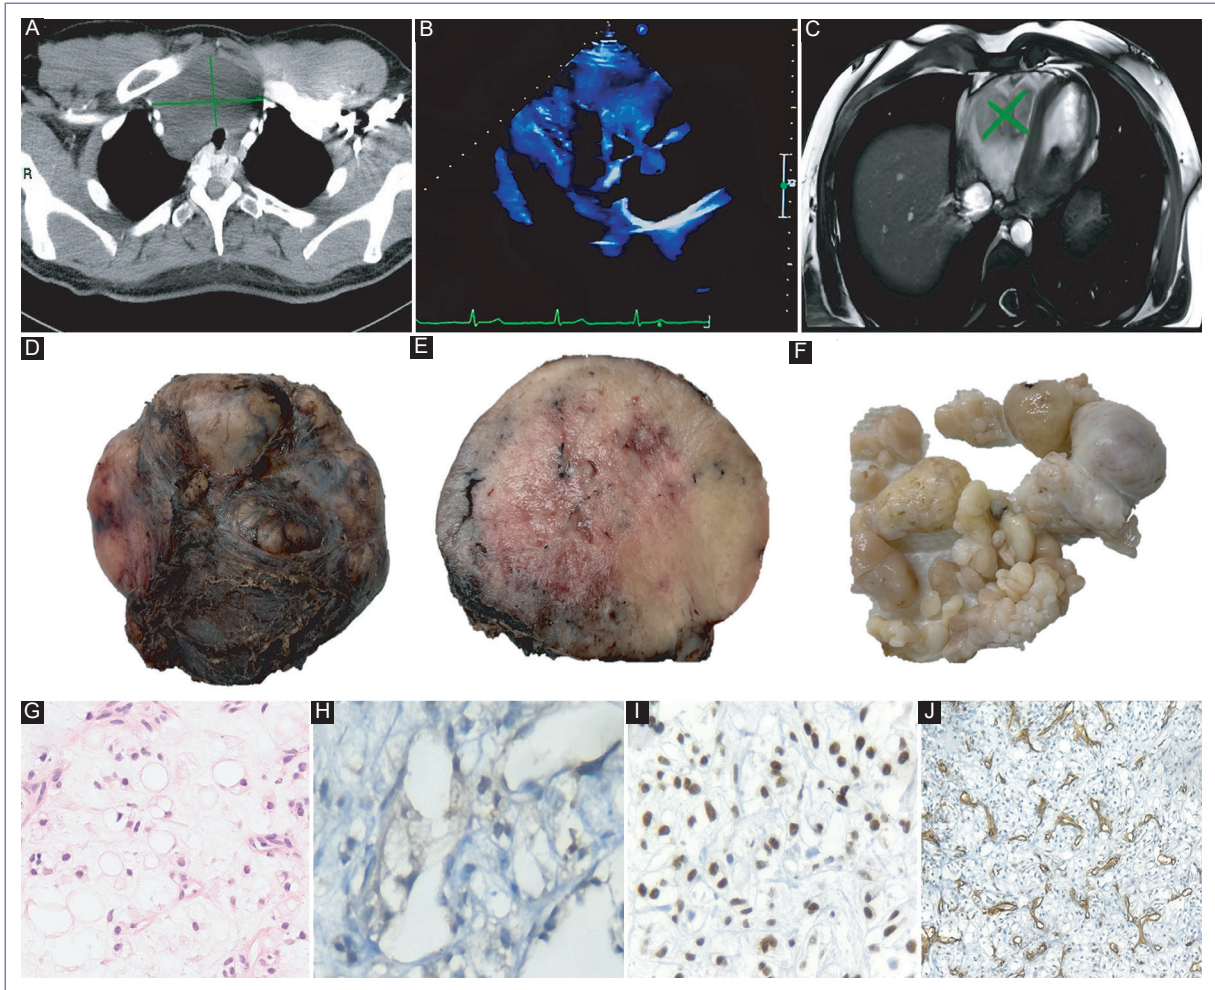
Diagnóstico de liposarcoma mixoide cervical con extensión mediastinal e implante en el ventrículo derecho en paciente joven. A: tomografía en corte axial con medio de contraste oral y endovenoso donde se evidencia lesión de 93.8×45.7 mm (líneas verdes) localizada en espacio visceral entre la glándula tiroides y la tráquea. B: ecocardiograma transtorácico donde se observa una masa que compromete la válvula tricúspide. C: resonancia magnética cardiaca en donde se muestra dilatación de ventrículo derecho secundario a lesión tumoral de 46×39.5 mm que invade tejido cardíaco (líneas verdes). D y E: tumor de mediastino de $9.5 \times 7.5 \times 5.5$ cm y 222 g, de superficie lisa y de color café violáceo. F: tumor ventricular compuesto por varios fragmentos de tejido que miden en conjunto $12 \times 8.5 \times 3$ cm y pesan 78 g, son irregulares y de color café claro. G: neoplasia mesenquimatosa maligna tanto de mediastino como ventricular compuesta por células elongadas, ovoides, con lipoblastos que tienen una a dos vacuolas citoplasmáticas, dispuestos en un fondo mixoide (H y E, 200x). H-J: por inmunohistoquímica las células neoplásicas son positivas de manera focal a la proteína S-100 (G, 400x, inmunohistoquímica) y de manera difusa a DDIT3 (H, 400x, inmunohistoquímica). El CD34 resalta la red vascular (I, 100x, inmunohistoquímica).
